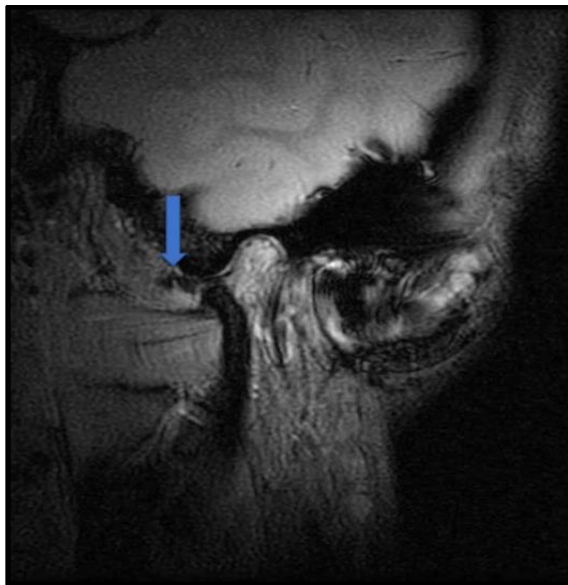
Corte sagital de RM mostrando disco deslocado anteriormente (seta azul) em boca aberta.
